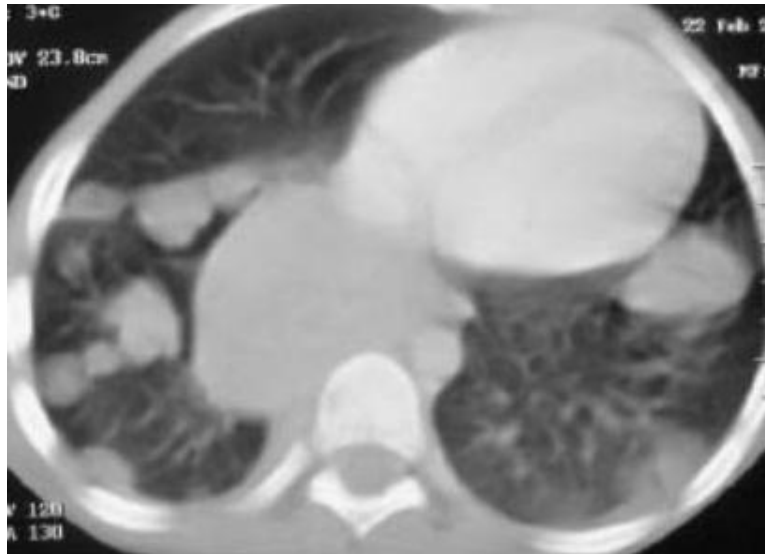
TDM thoracique révélant des métastases pulmonaires d'un néphroblastome (CHU Hassan II)
